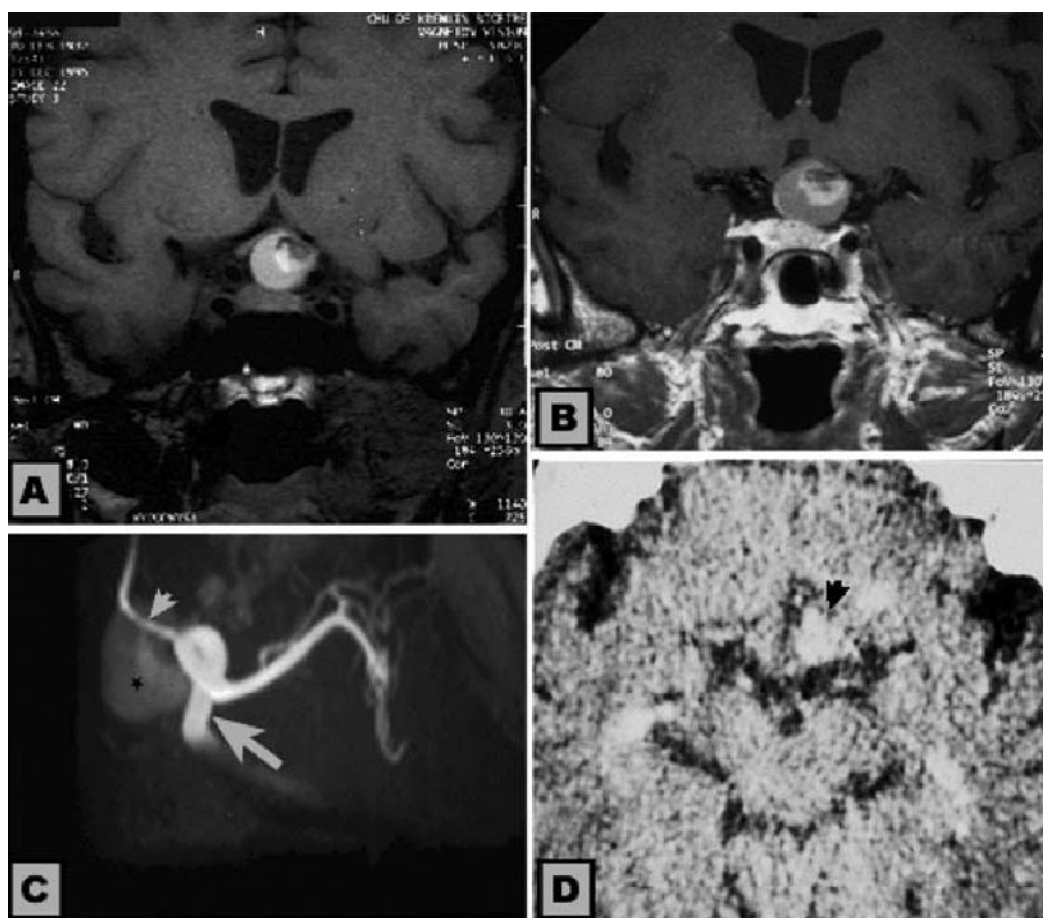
Exemple de craniopharyngiome : A et B : IRM en coupe coronale avant et après injection de gadolinium montrant les 2 composantes, kystique et solide très évocatrices du craniopharyngiome. C : Angio-IRM montrant une lésion indépendante de la carotide interne et de la communicante antérieure D : TDM cérébrale confirmant les calcifications déjà suspectées sur l'IRM. [1]
